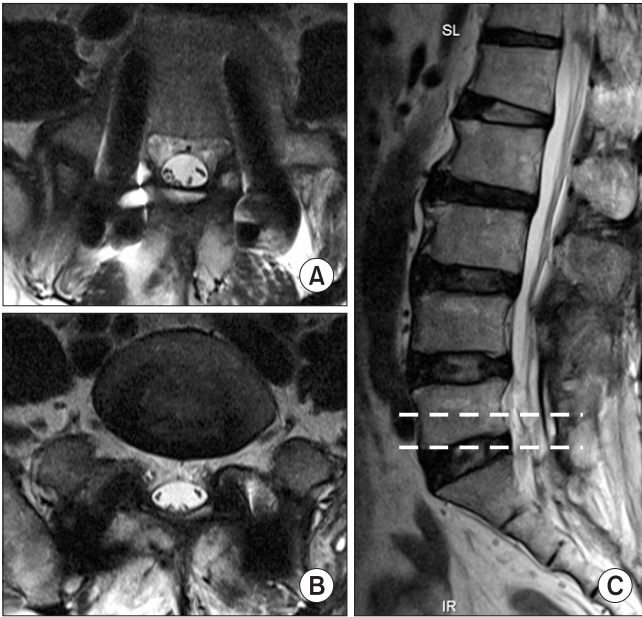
Magnetic resonance images taken three months after surgery (A: upper dotted line on C, B: lower dotted line on C). T2-weight axial images demonstrate recovery of normal signal density without thecal sac compression. (C) T2-weight sagittal image showing disappearance of the subdural hematoma.
